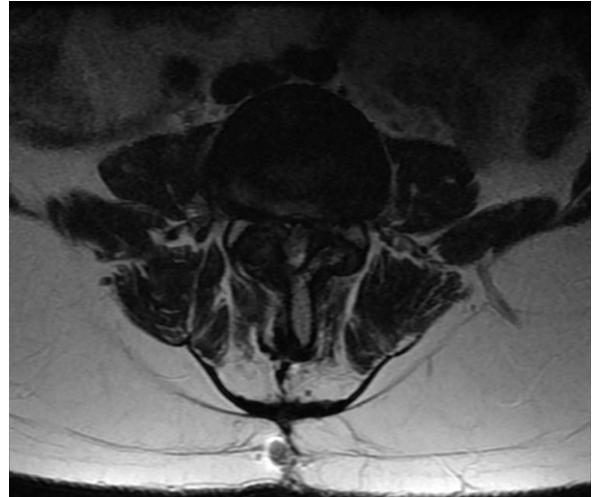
L-SPINE T2 MRI L4 level axial view.
